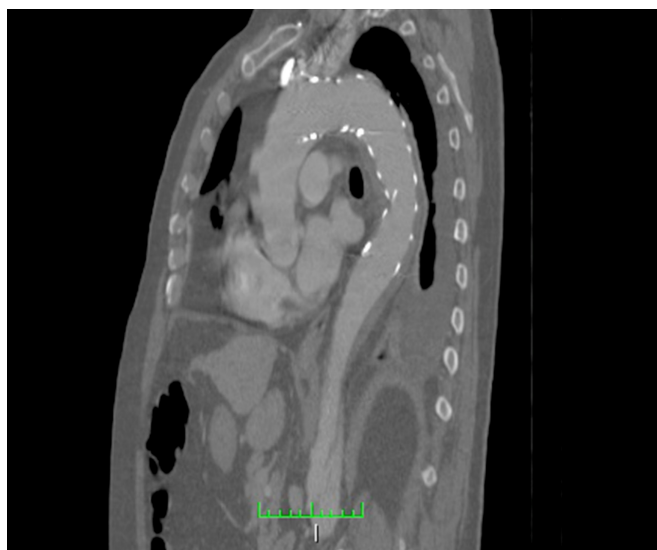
Computed tomography angiography showing that the proximal flap has been sealed.
